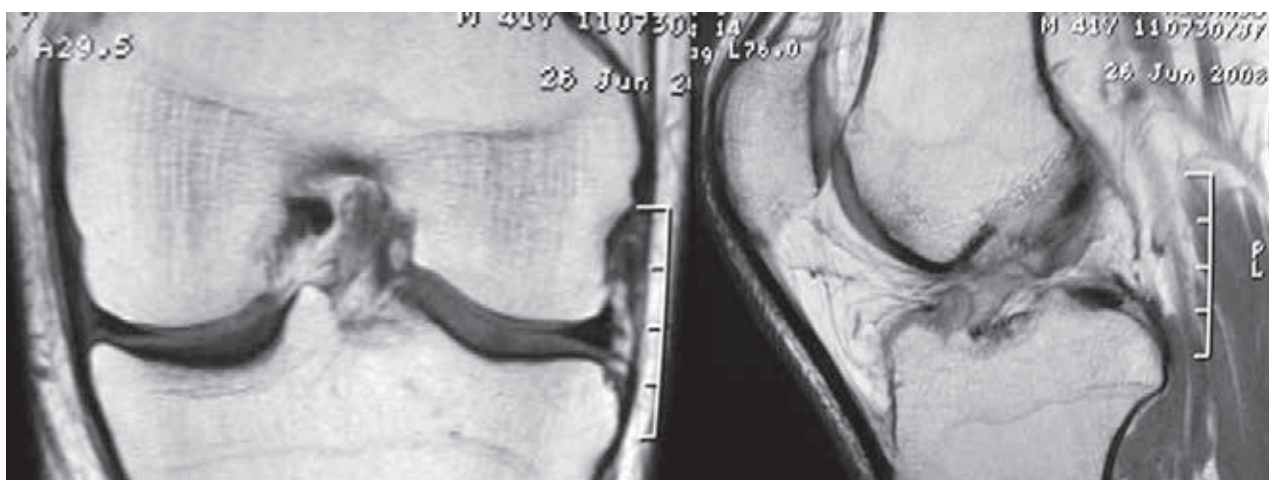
RMN Rodilla donde no se observan lesiones
